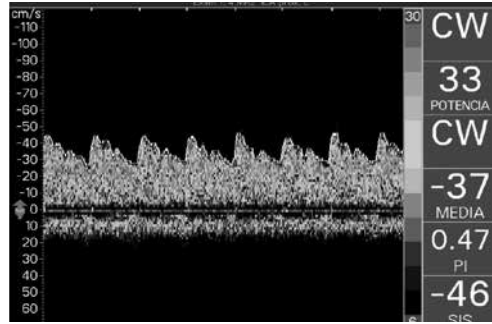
Doppler carótida interna paciente.
